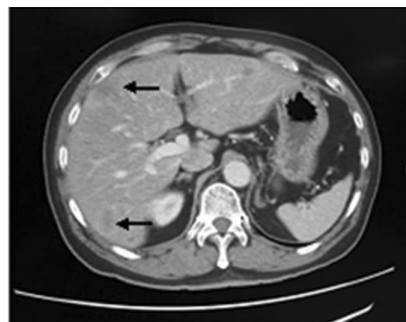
CT image of patients in DCF group before the operation
